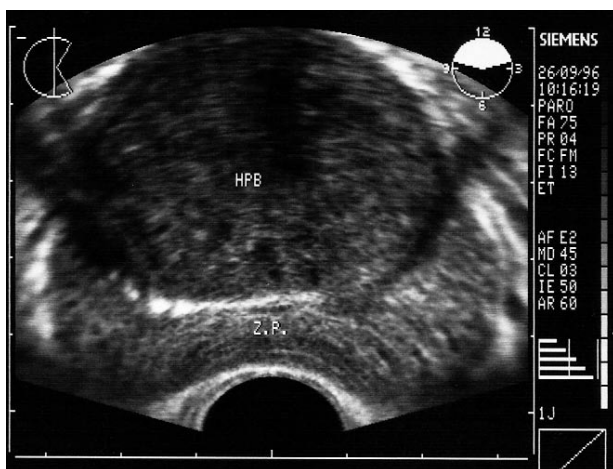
Ecografía transrectal. Sección transversal. Entre la HBP y la cápsula (ZP) se delimita una línea ecogénica producida por cálculos milimétricos.
